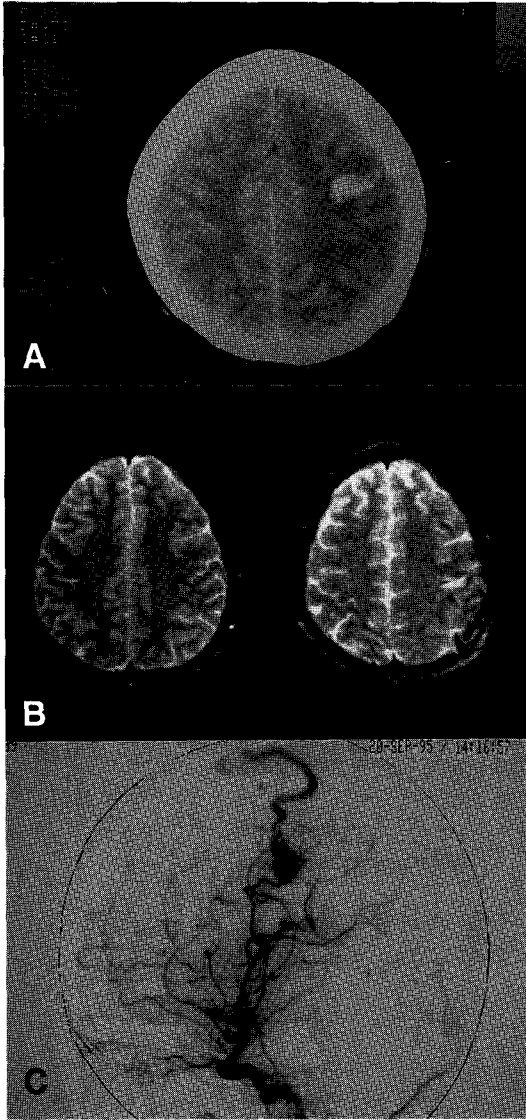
(A) Brain CT of a 30-year-old woman (case 2) shows intracerebral hematoma in left frontal area which is located in the premotor or motor area. (B) Pre-operative (left) brain MRI shows signal void on the central sulcus, whereas the post-operative brain MRI shows none. (C) Angiography shows arteriovenous malformation (AVM) supplied by the middle cerebral artery that drains through the superior sagittal sinus.
